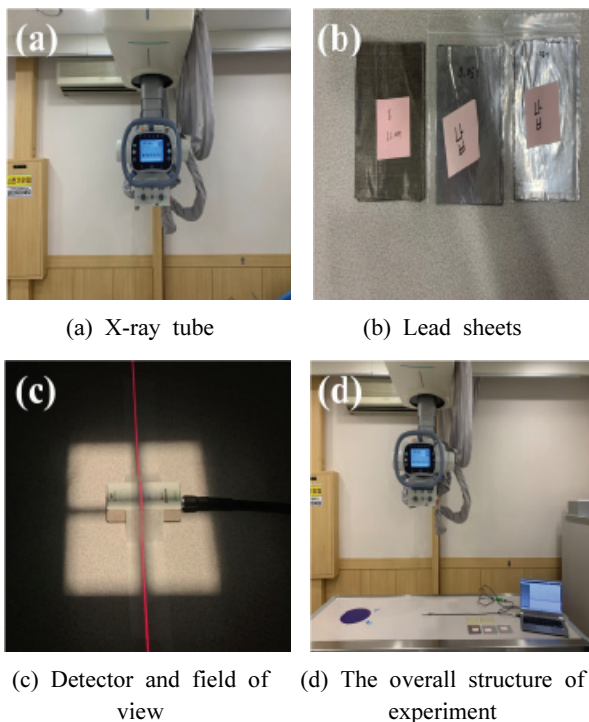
(a) X-ray tube (b) Lead sheets (c) Detector and field of view (d) The overall structure of experiment
